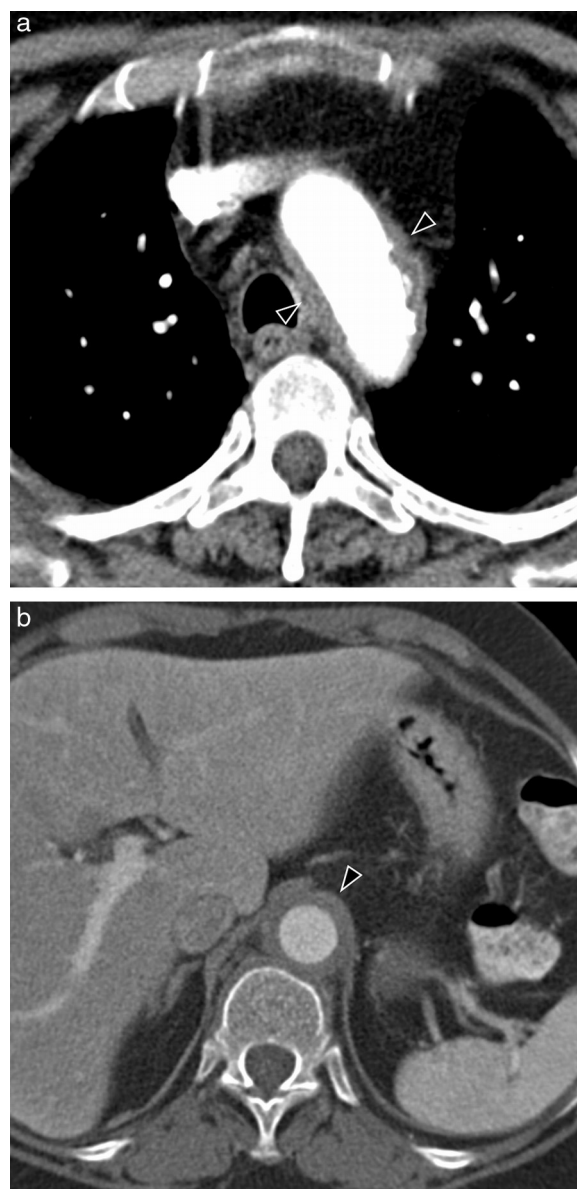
Arteritis de células gigantes en una mujer de 72 años con cefalea y claudicación mandibular. Estudio de TC con contraste que muestra engrosamiento (cabezas de flecha) de la pared del cayado aórtico (a) y de la aorta abdominal (b).
